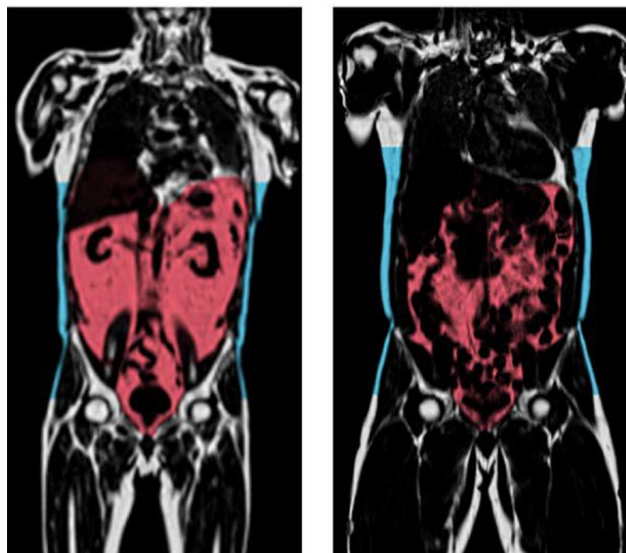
Adaptada de Neeland IJ et al. Imagen de comparativa de análisis de composición corporal por RM en T1. Podemos diferenciar entre grasa visceral (rojo) y grasa subcutánea (azul). Sujeto de la derecha con menor IMC, pero con mayor masa grasa visceral y sujeto de la izquierda con menor grasa visceral a pesar de presentar un IMC en rango de obesidad ⁽¹³⁰⁾.
